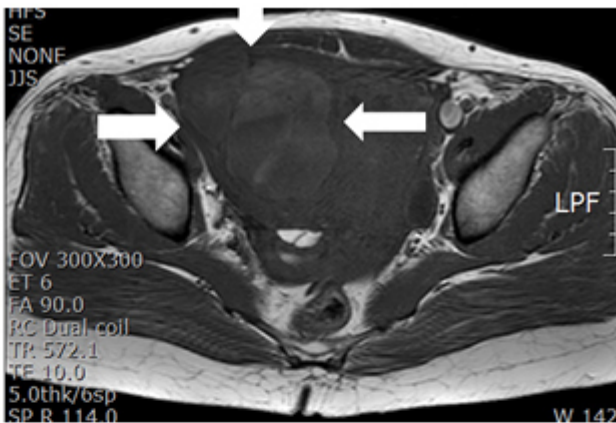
a. MRI T1-leiomyosarcoma, intermediate signal
